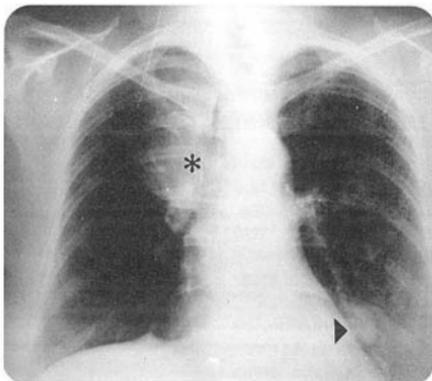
Telerradiografía posteroanterior de tórax. Hay disminución volumétrica y opacidad del lóbulo superior derecho (asterisco) por atelectasia; también hay un nódulo paracardiaco izquierdo de aproximadamente 2.5 cm de diámetro (cabeza de flecha)
